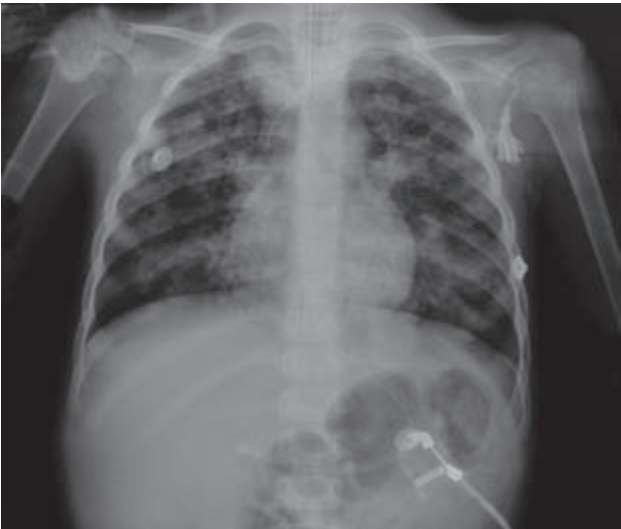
Radiografía de tórax inicial que muestra radiopacidad aumentada en ambos campos pulmonares indicativo de bronconeumonía.
